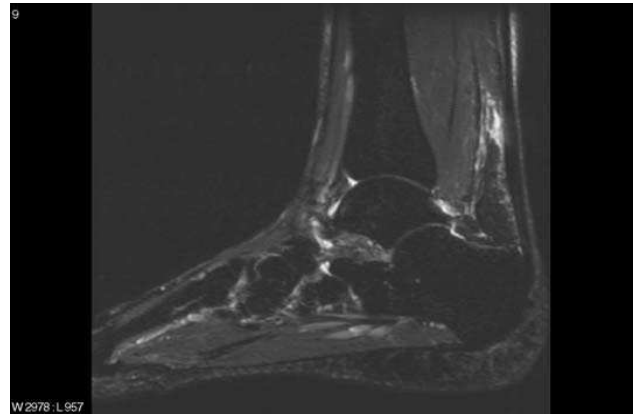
IRM d'une paratendinopathie
